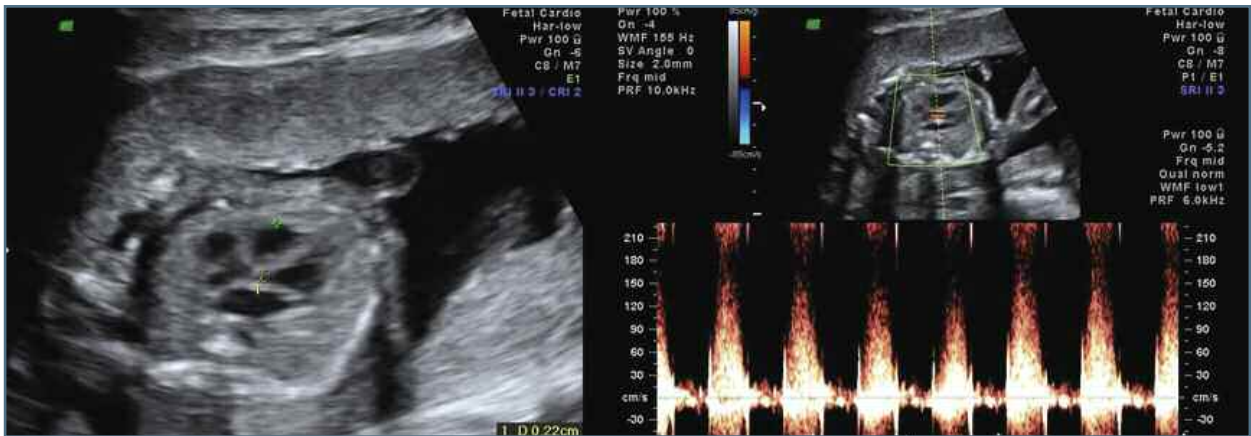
Ecocardiografia fetal às 22 semanas: Válvula aórtica com estenose aórtica grave (velocidade 150 cm/s, subestimada, no entanto, pelo alinhamento doppler não ideal)
